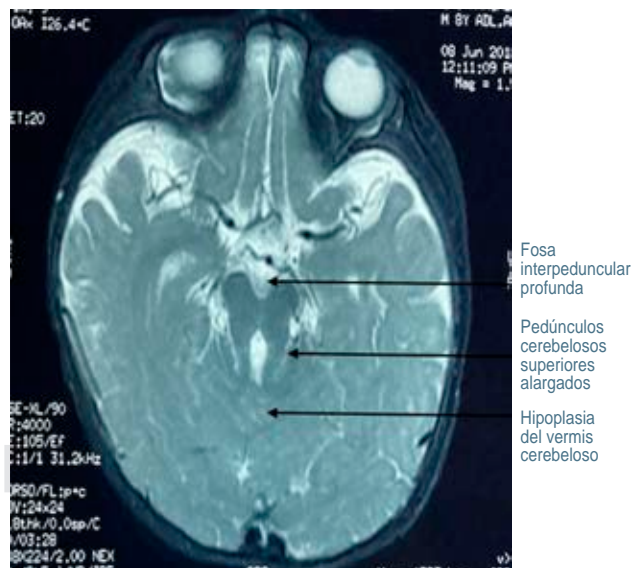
Corte coronal de resonancia magnética cerebral donde se observan pedúnculos cerebelosos superiores alargados con configuración del "signo del diente molar".
